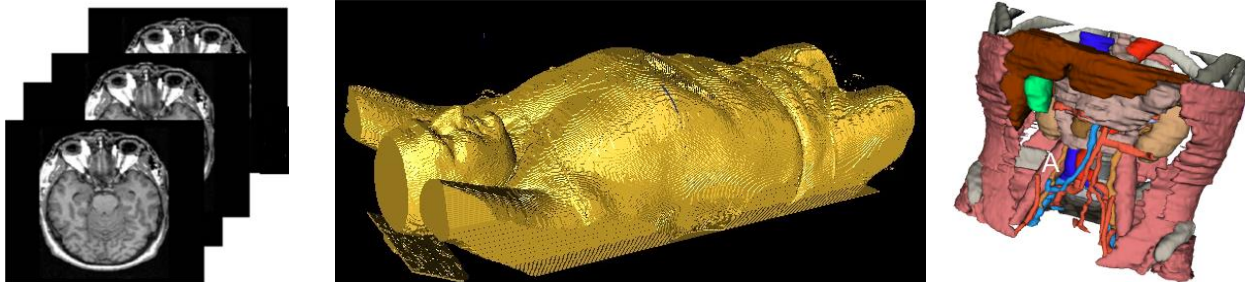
Modele 3D obținute prin metoda segmentării imaginilor CT
